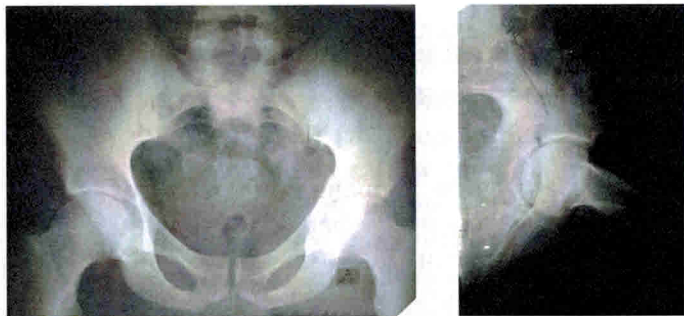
Рентгенограммы таза в прямой и подвздошной проекции (без изменения положения таза)
